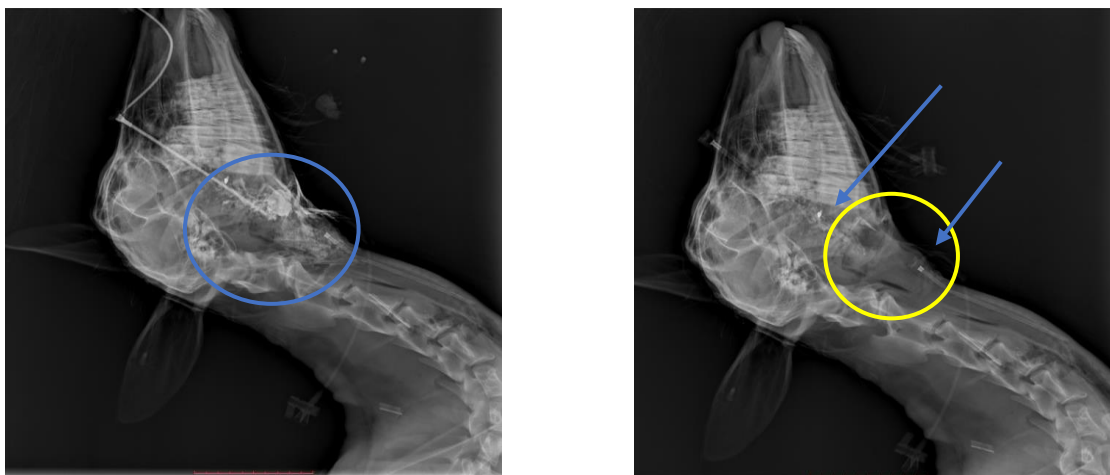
Рентгенограма голови, шії дослідної тварини. Вульнерографія краніо-цервікальної зони – контрастована обмежена порожнина в зоні поранення м'яких тканин шії, глотки, дна порожнини рота 25 мм в діаметрі (голубе коло). Осколкове поранення дна порожнини рота (жовте коло), з наявністю осколків 6,69x3,0 мм, 5,62x2,5 мм, з розтрощенням м'яких тканин цієї зони, а також глотки, переднього відділу шії на рівні першого шийного хребця – атланта
